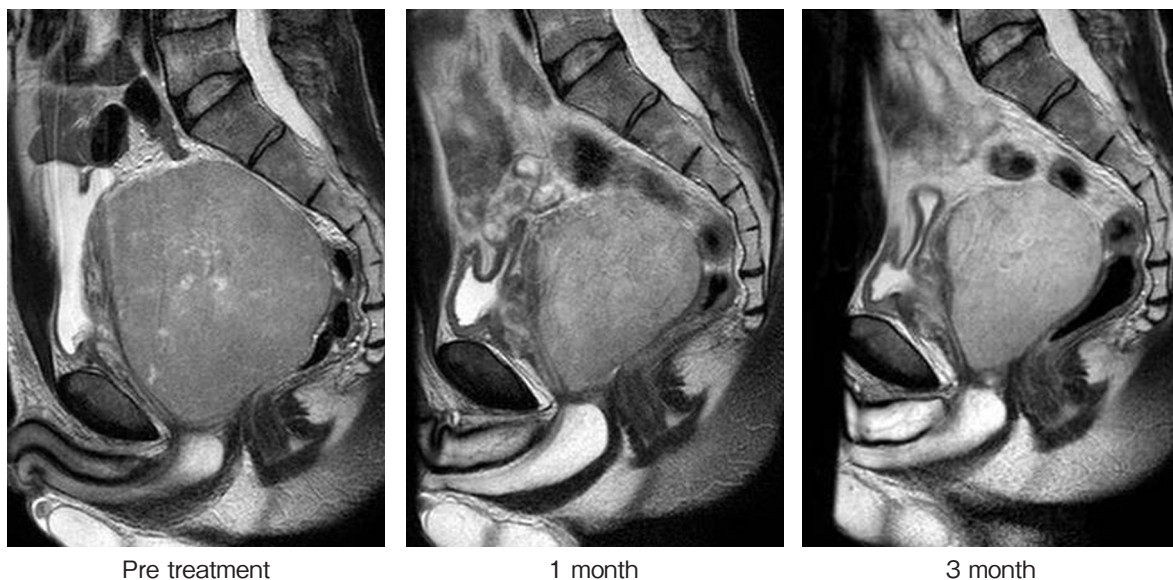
MRI T2W images revealed change of the tumor size through neoadjuvant therapy with imatinib mesylate, and a 60% reduction in tumor size after three months of imatinib therapy.
